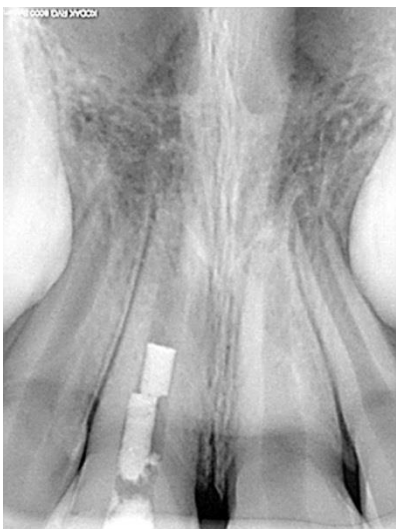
caso 3 - radiografia inicial do dente 21
